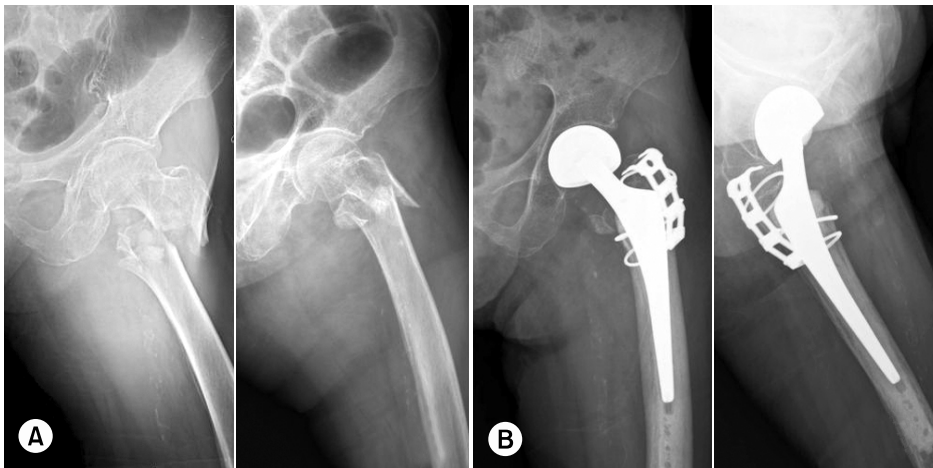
(A) Preoperative radiograph of a 80 year-old woman shows a comminuted intertrochanteric fracture (Boyd-Graffin type III). (B) Follow-up radiograph 4 months after cemented bipolar hemiarthroplasty using GTRD.
